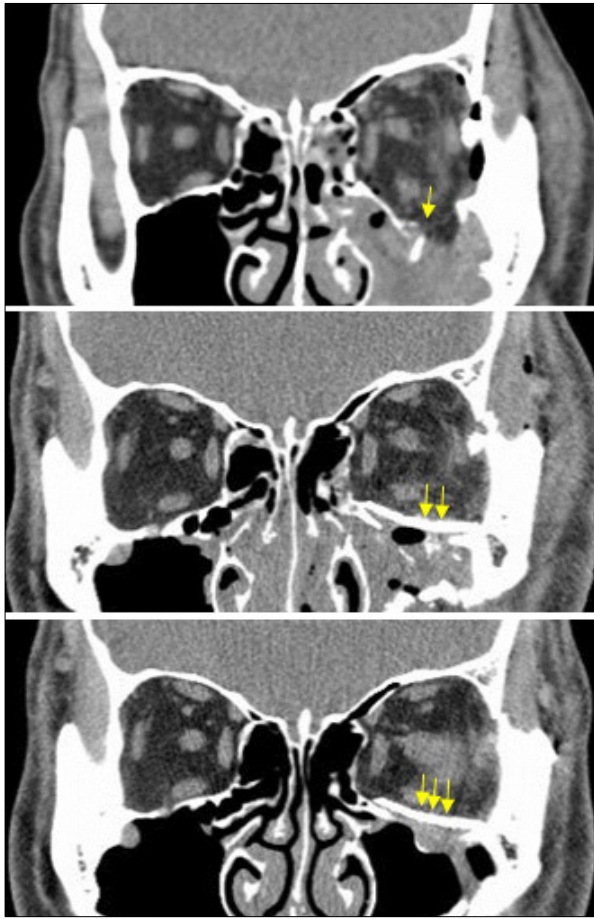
Titanium mesh plate (Synthes, Oberdorf, Switzerland). (Above) Preoperative coronal CT scan of 16-year-old male with Lt inferior orbital fracture (single arrow). (Center) CT scan in 1 month after the orbital reconstruction using titanium mesh plate (double arrow). Note titanium mesh plate is seen radiopaque as completely white line just above orbital defect area. (Below) CT scan in 12 months (triple arrow). Note titanium mesh plate is still seen radiopaque as completely white line and there is no change on radiodensity of the plate.
